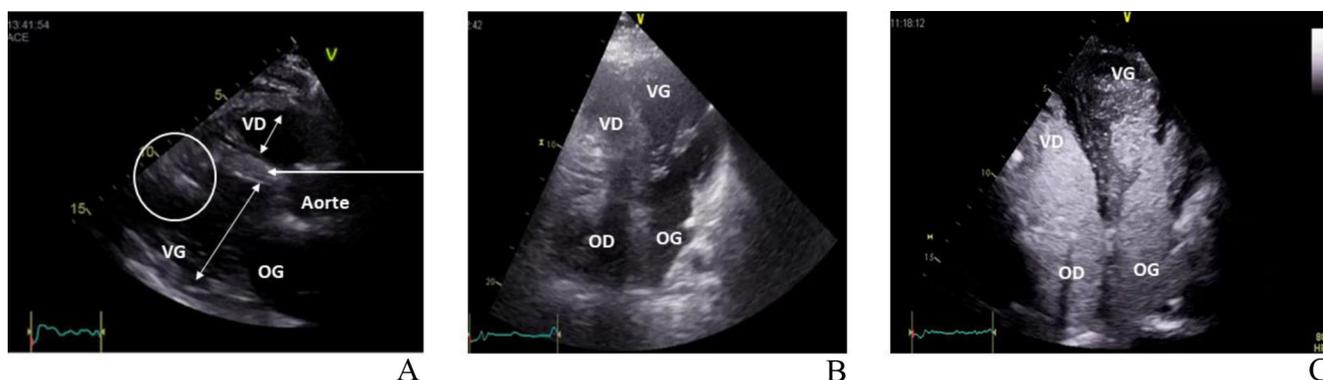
A Coupe parasternale grand axe. On peut mesurer le diamètre de VG (ventricule gauche), le diamètre du VD (ventricule droit), vérifier que le VD n'est pas dilaté (rapport VD/VG) ainsi que la position intermédiaire du septum. On devine également la canule d'admission du LVAD à la pointe du VG B Coupe apicale 4 cavités. OG oreillette gauche, OD oreillette droite C Coupe apicale 4 cavités le produit de contraste permet d'améliorer la qualité des images et la précision de l'analyse des structures
